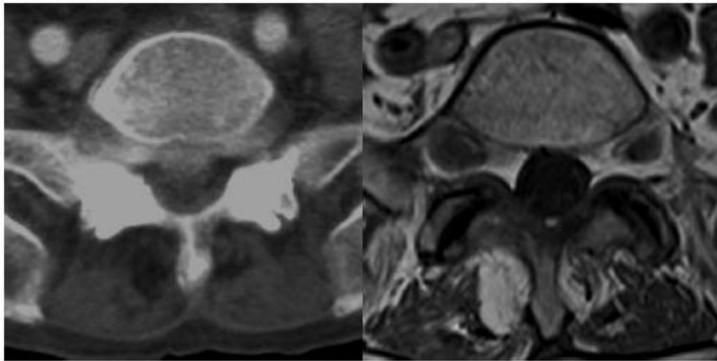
Tocomografía y Resonancia magnética, demostrando el ligamento
